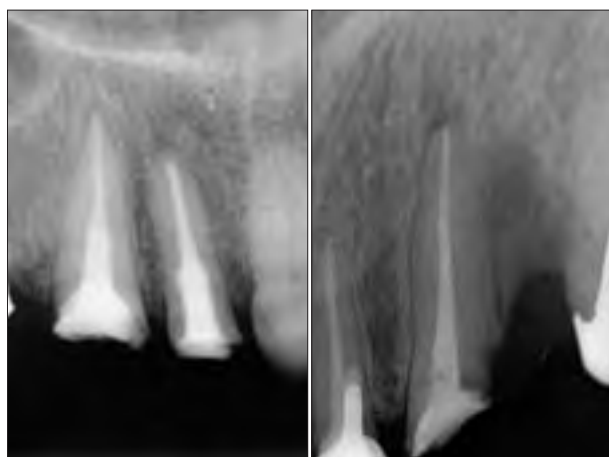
The control radiography shows homogeneously obturated root canals with apical filling levels corresponding to electronically determined working lengths
